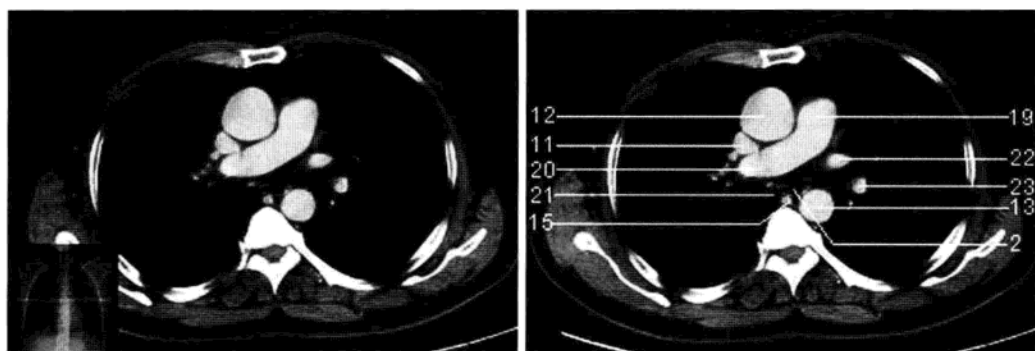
右肺动脉层面 (增强 CT 图像)
